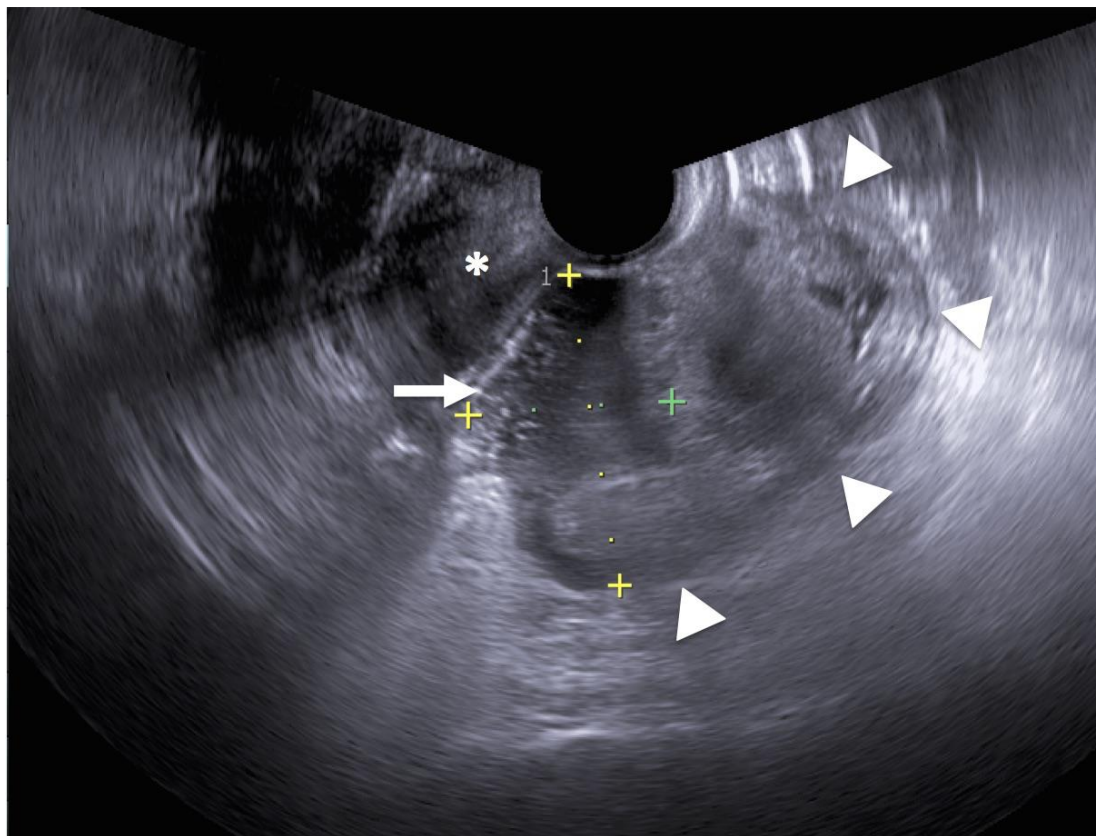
経膺超音波では骨盤内に内部構造を伴う液体貯留所見(図2 矢印)とやや高エコーで不整な塊状所見(図2 矢頭)を認めた。子宮の一部と思われる所見(図2 アスタリスク)を認めたが子宮全体像は明瞭に描出し得なかった。
